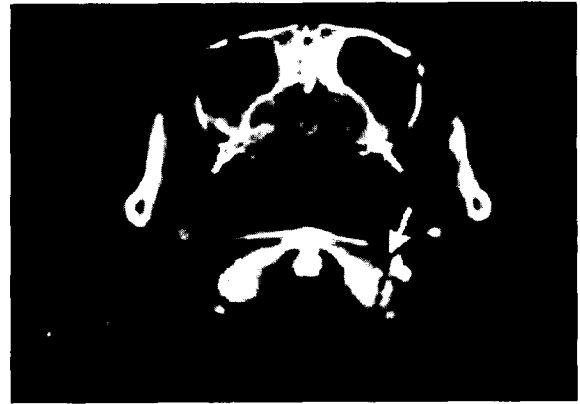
Postoperative facial CT demonstrating the fracture of the atlas(arrow), but the wall of maxillary sinus is intact.
